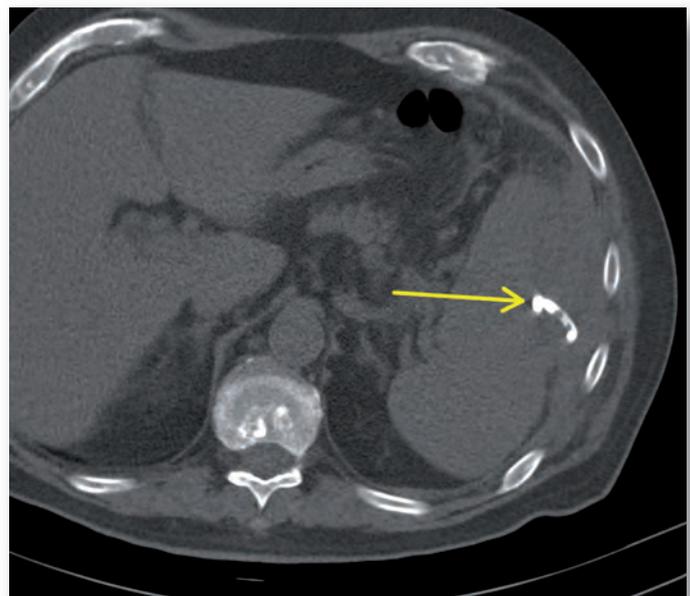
CT-Abdomen: In der postinterventionellen Kontrolle zeigte sich die regelgerecht einliegende Drainage (Pfeil). Der Abszess konnte vollständig entleert werden.
